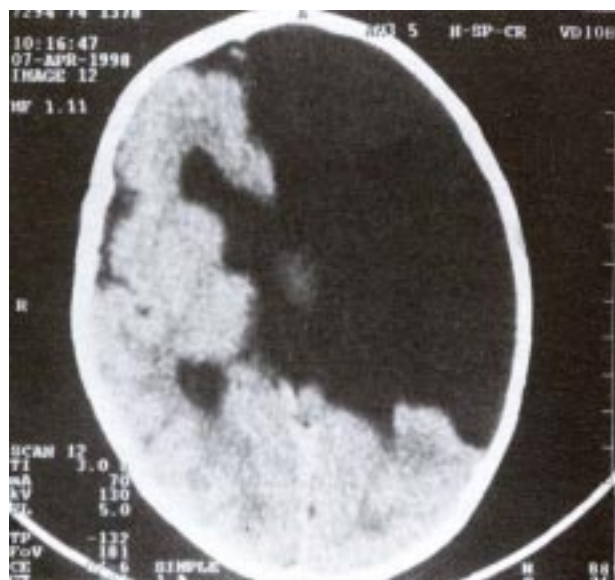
TAC de cráneo simple en corte axial donde se puede apreciar giros anchos y poco profundos, datos compatibles con paquigiria, además de hendidura parietal derecha con una cortical gruesa adyacente a esta hendidura (esquizencefalia de labio cerrado). En el lóbulo frontal derecho la cortical es ancha (displasia cortical).
